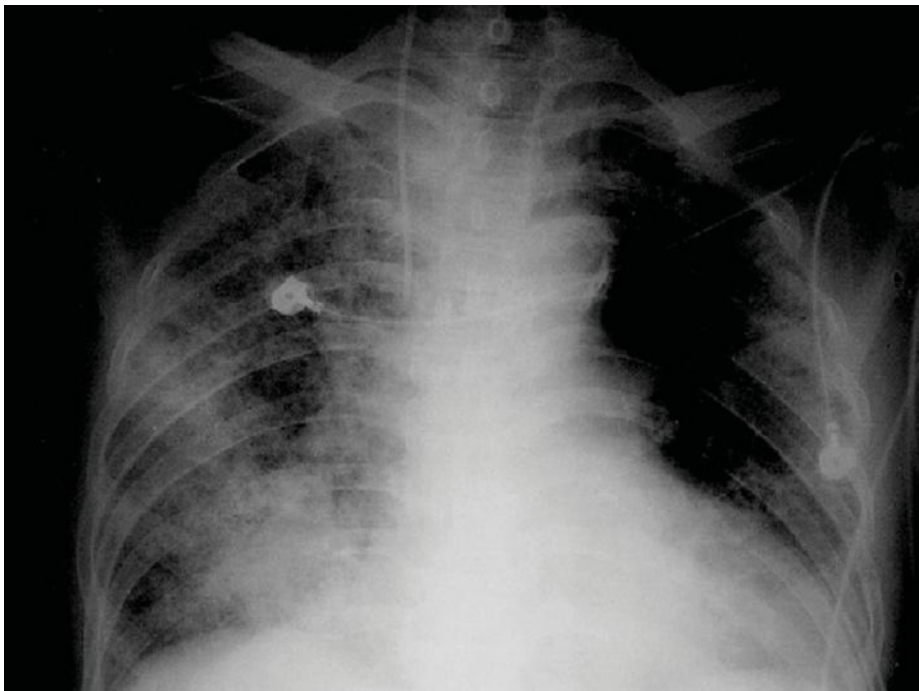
radiographie thoracique montrant la bilateralisation des opacités. [53]
